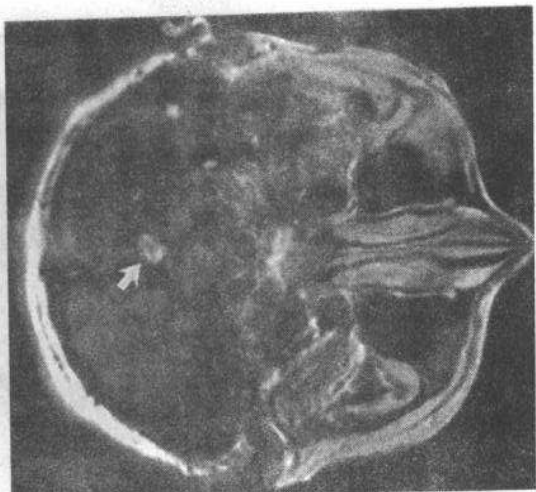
囊性血管母细胞瘤。增强MRI横断面, 不增强的囊肿壁上见一强化的壁结节(箭头)
